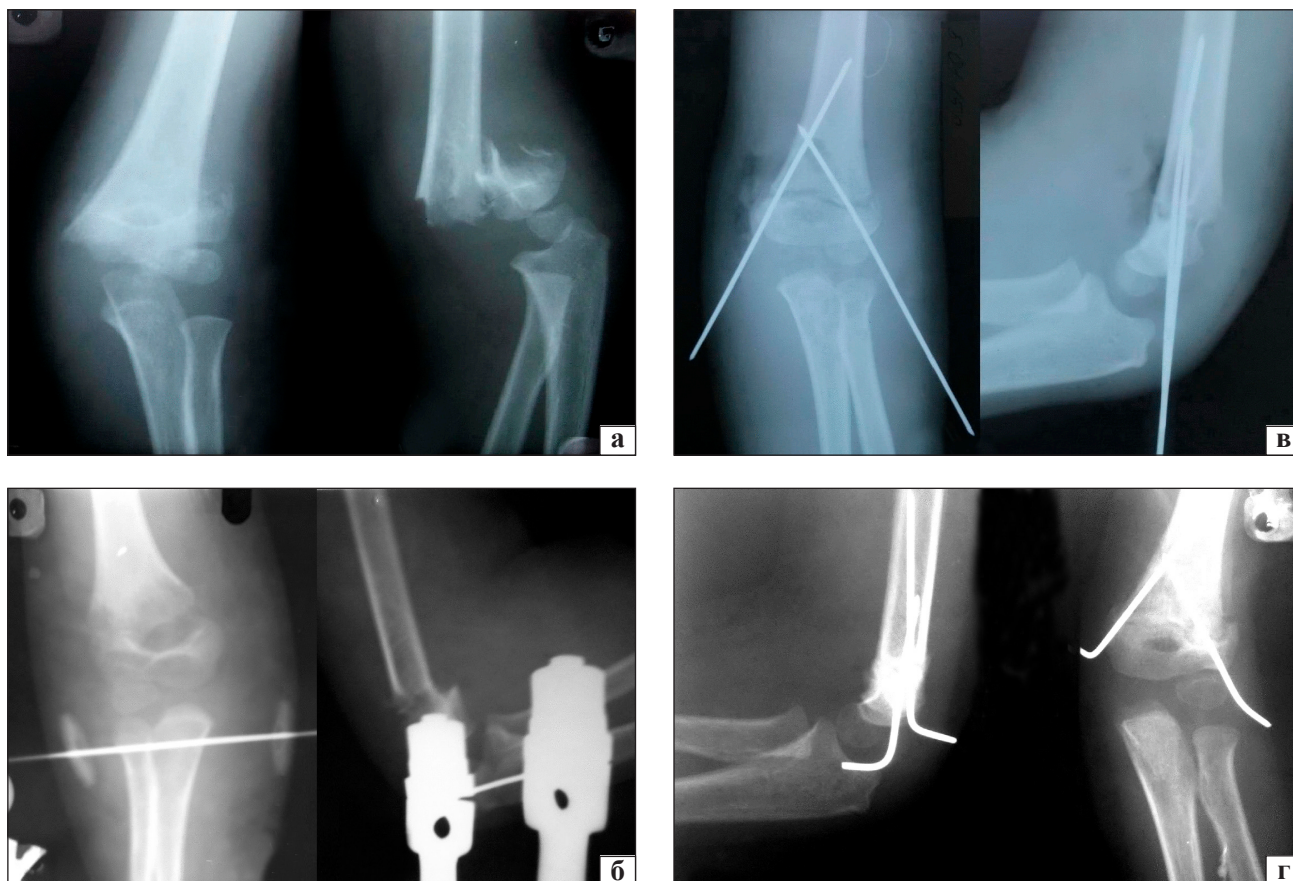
Рентгенограма плечової кістки хворого Д., 6 років: а) після травми, б) контроль на 4-у добу, в) після операції, г) через місяць після операції
